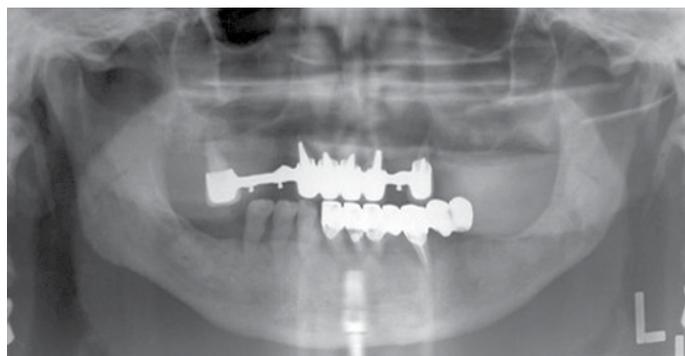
Ортопантомограмма после лечения.
